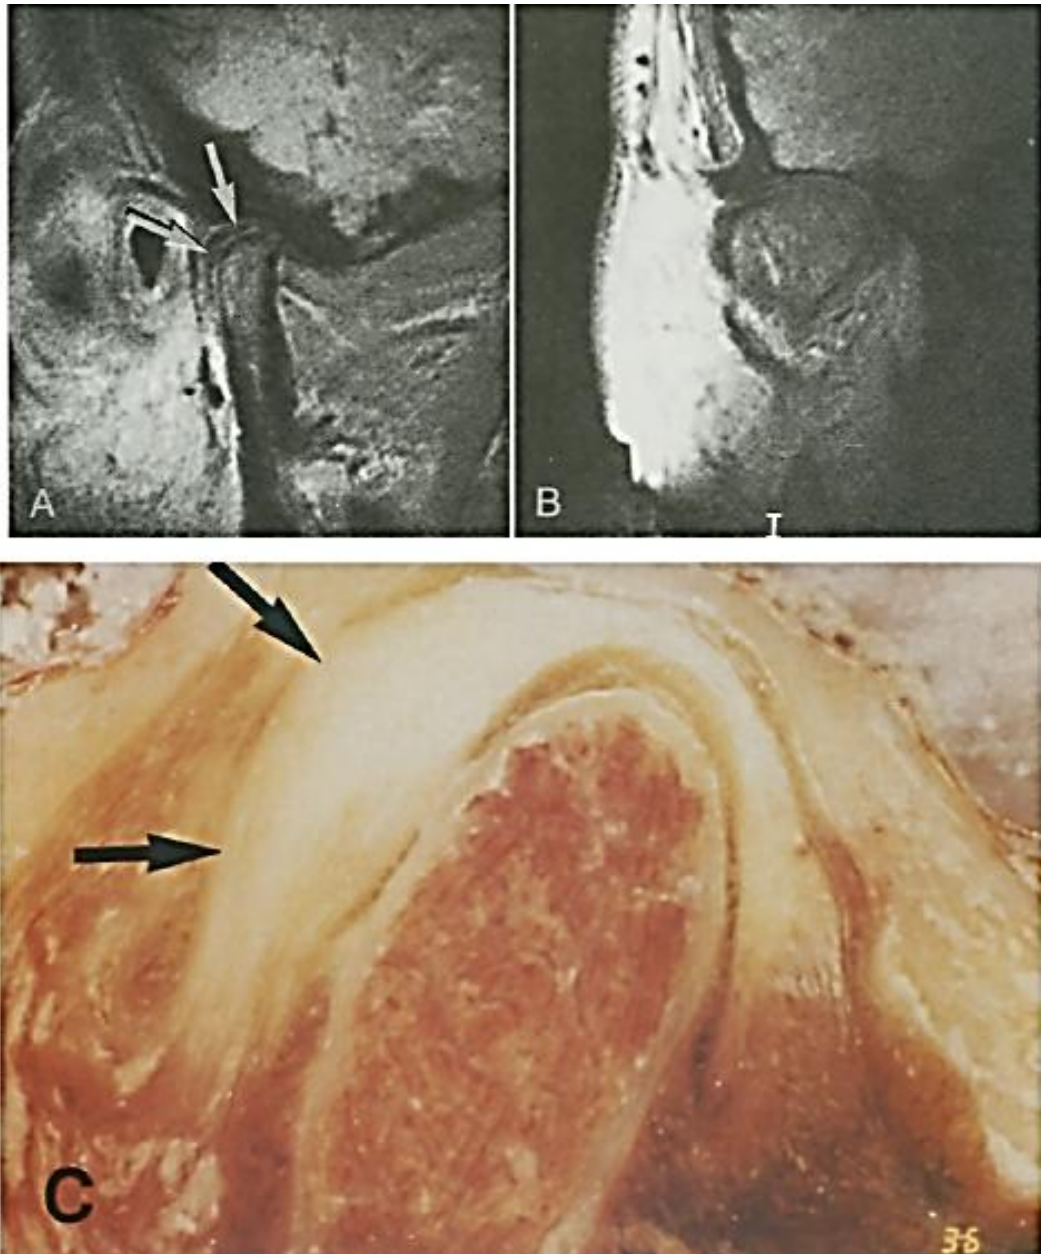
Deslocamento posterior do disco. A, imagem sagital da RM mostrando disco (setas) para posterior côndilo. B, imagem coronal da RM (mesma articulação como A) não mostra o deslocamento medial ou lateral do disco. C, criosecção sagital (disco diferente de A e B) mostrando disco (setas) para posterior côndilo.
